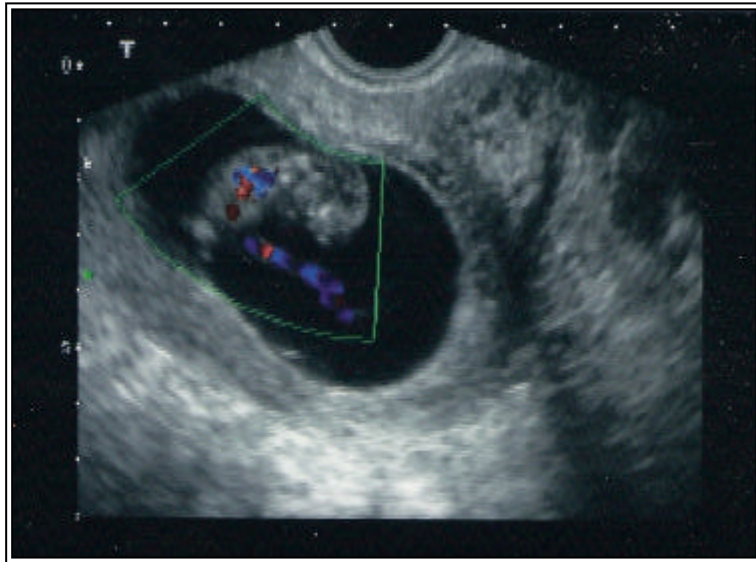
Ejemplo de utilización del Doppler para comprobar la vitalidad del embrión.
